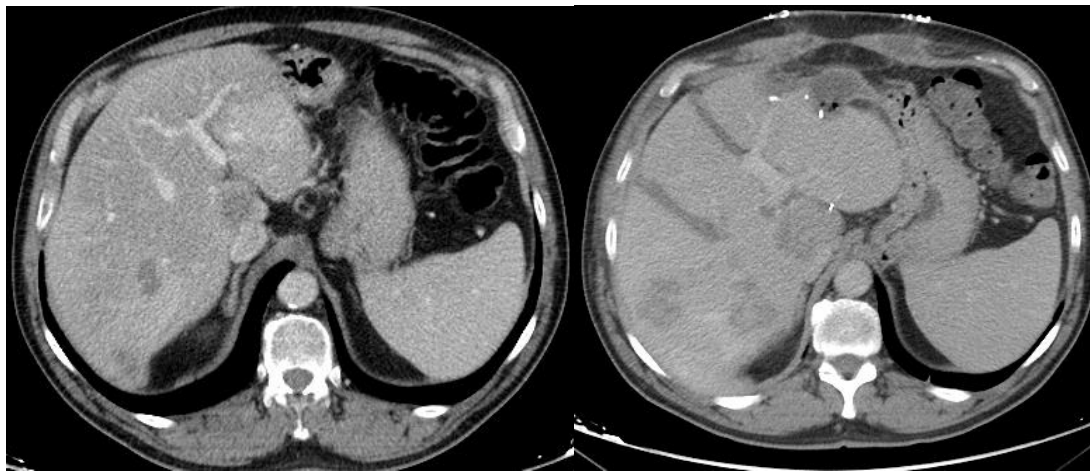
Encabezado de la publicación sobre Tourniquet Partial-ALPPS en *Annals of Surgery*. Imágenes de TAC e intraoperatorias de la técnica Tourniquet Partial ALPPS que consigue la misma hipertrofia que la técnica ALPPS-Torniquete clásica. Indicada especialmente en pacientes con tumores en caudado que impiden el paso del torniquete por la vena cava inferior.
